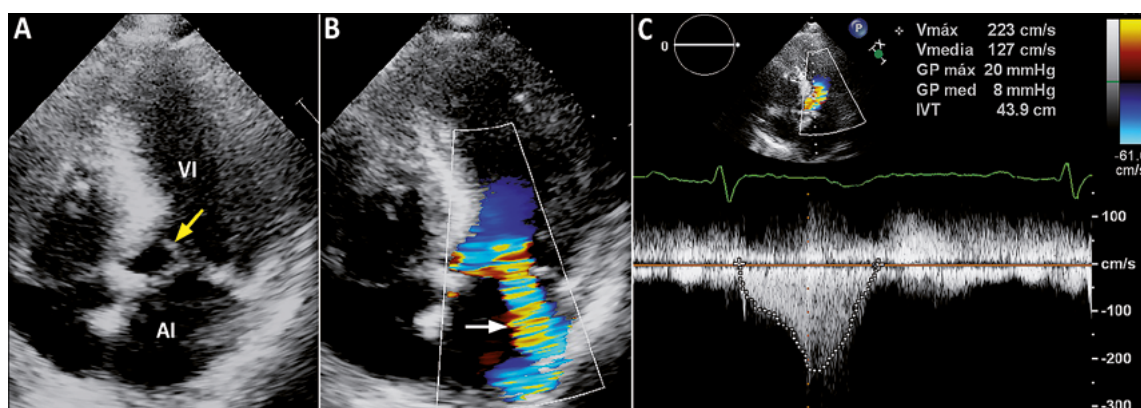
Ecocardiograma bidimensional transtorácico en un paciente con síndrome de takotsubo típico. A) Visión de 4-cavidades, muestra movimiento sistólico anterior de la válvula mitral durante la sístole (OTSVI), lo que representa obstrucción dinámica del tracto de salida del VI (Flecha amarilla); B) esta imagen muestra un flujo excéntrico de insuficiencia mitral hacia la AI con efecto Coanda (Flecha blanca); C) Curva de Doppler continuo con gradiente máximo de 20 mmHg, a nivel de la OTSVI. AI, aurícula izquierda; VI, ventrículo izquierdo.
